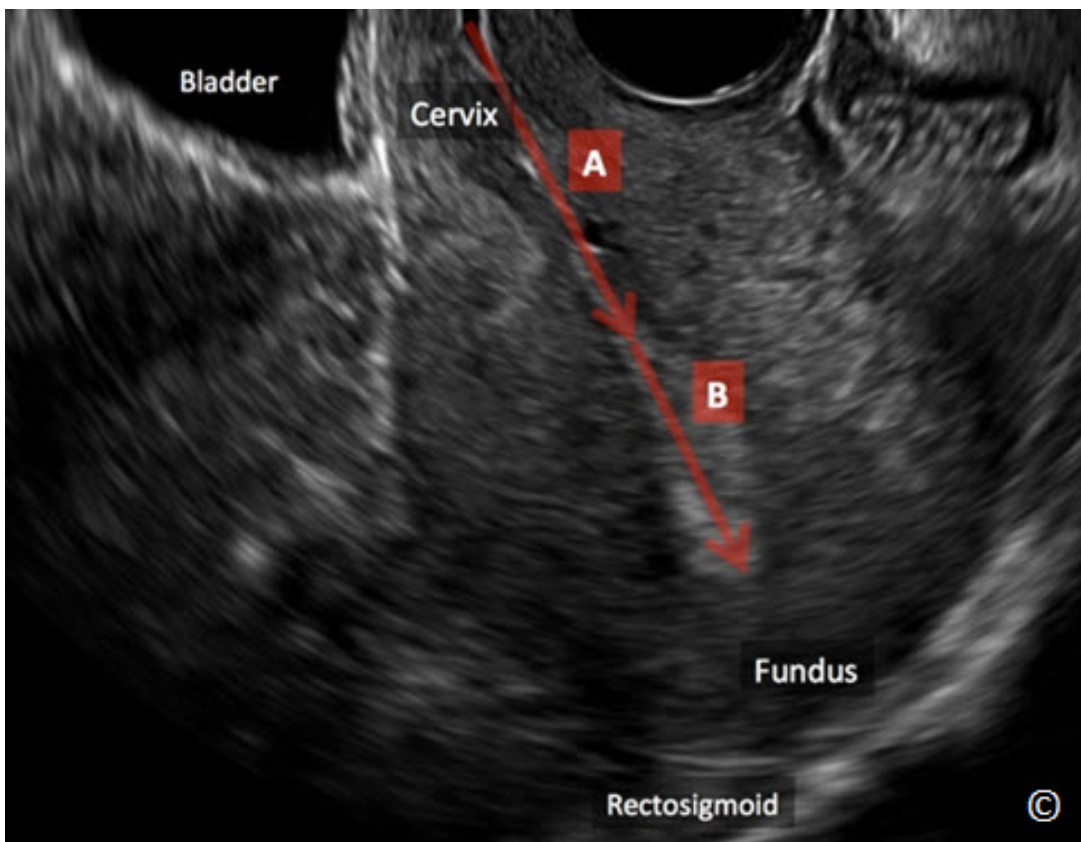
Ultrasonido transvaginal de un útero en retroversión. Nótese la ausencia de angulación entre el segmento uterino inferior (istmo/cérvix) (A) y fondo uterino (B). La parte del fondo uterino está cerca del rectosigmoide (rotulado). Obsérvese la ubicación de la vejiga (rotulada).
